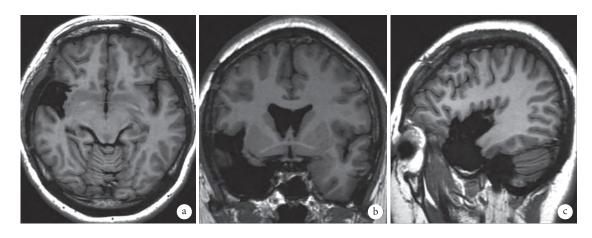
术后核磁共振 Fig.16 Post-operative MRI
